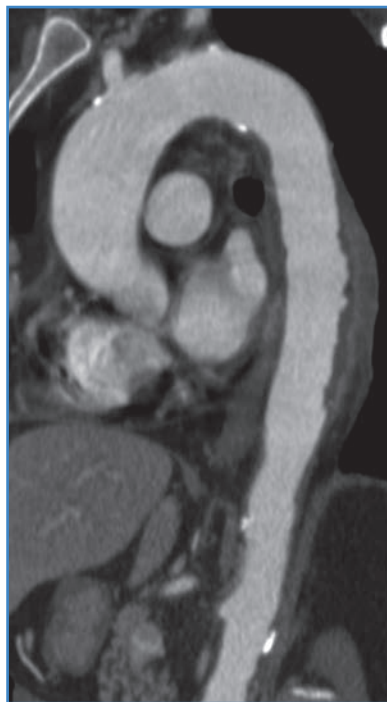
Corte sagital de angio TAC torácico. Progresión de la aortitis a úlceras aórticas (segmento de 10 cm de longitud).
